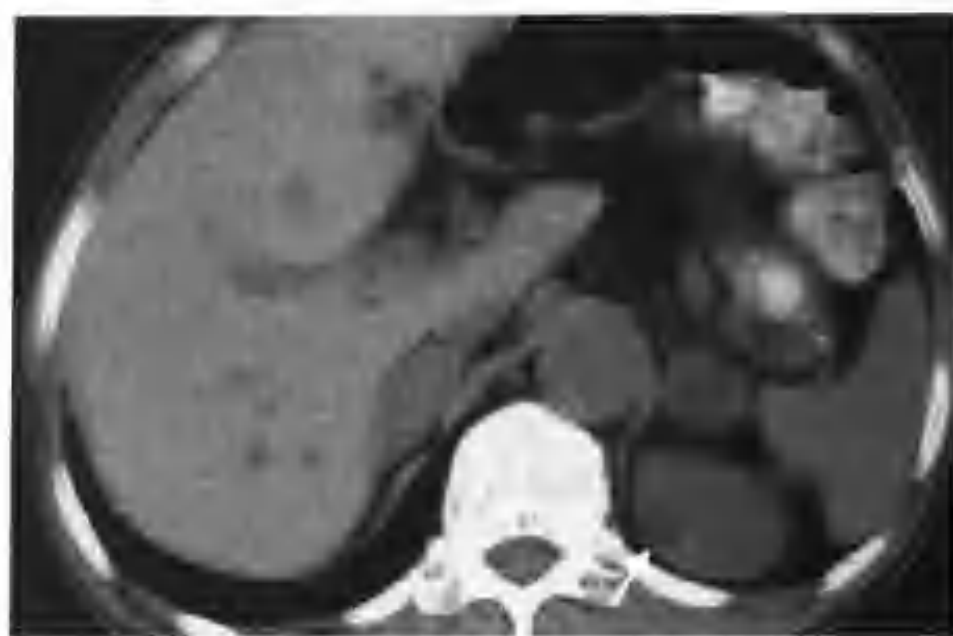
左肾多发乳头状腺癌 (CT 见左肾多个大小不等病灶) (箭头), 最大者 2.5cm × 3.5cm, 平扫密度稍低)
